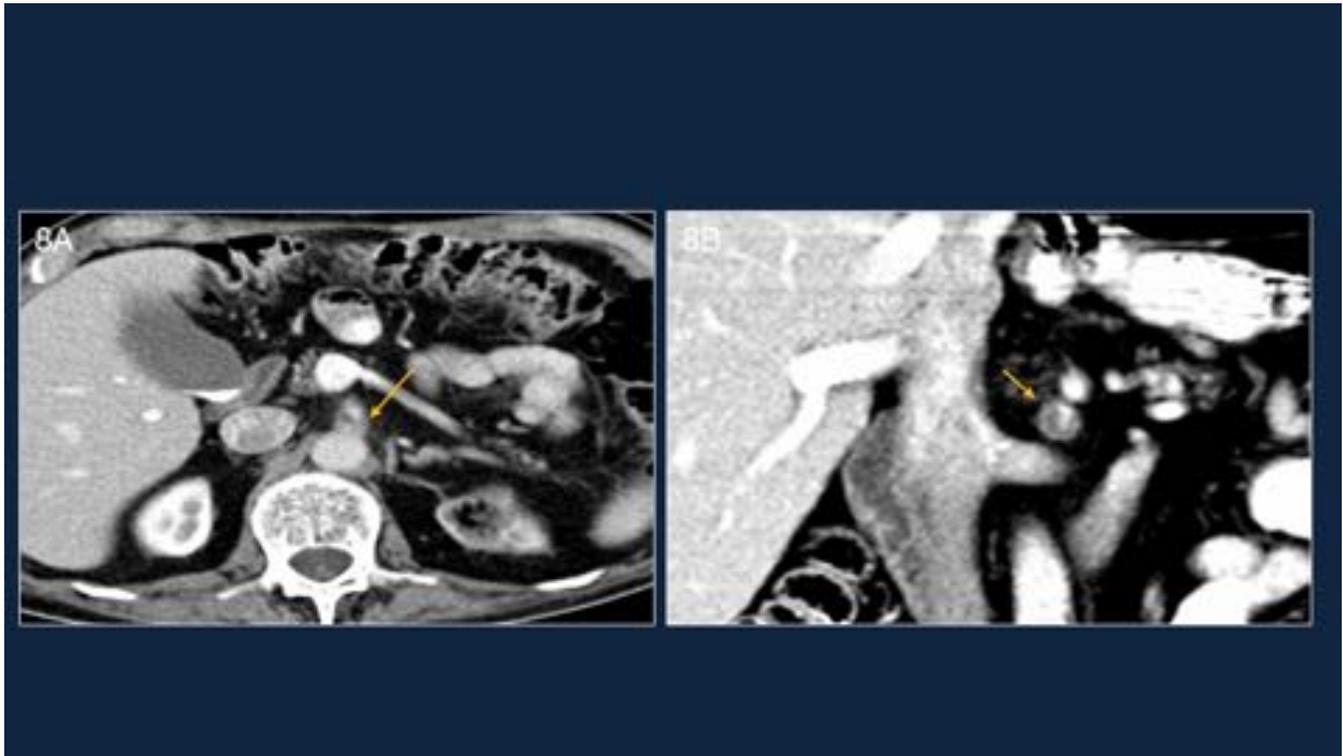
Figura 8. Paciente varón de 50 años en estudio por anemia. Sin aumento de parámetros inflamatorios. TC abdominal. Imágenes 8A y 8B: cortes axial y coronal que demuestran una disección y dilatación en el origen de la arteria mesentérica superior con trombosis mural excéntrica (flechas amarillas).
